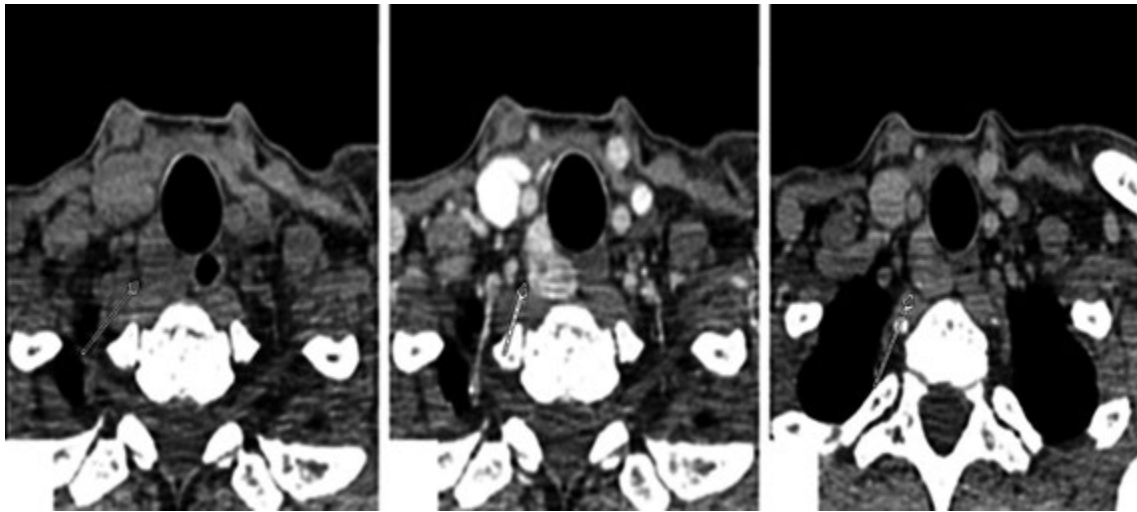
КТ зображення аденоми прищитоподібної залози (нативна фаза, артеріальна фаза, відтермінована фаза)
